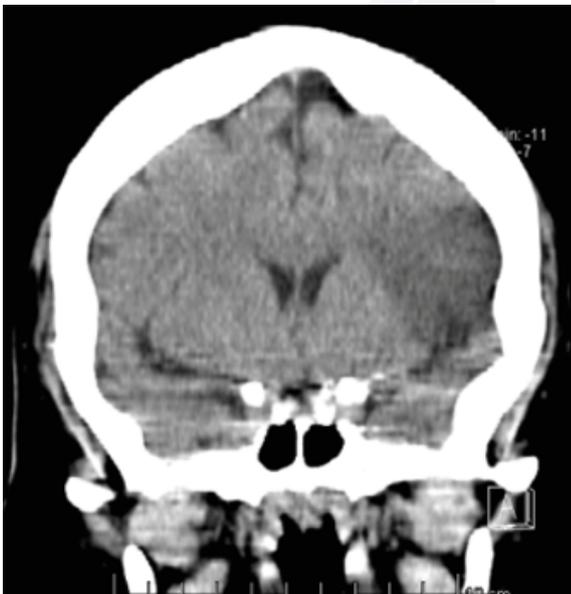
Tomografía simple de encéfalo. Áreas hipodensas fronto parieto temporal izquierdas compatibles con infarto del territorio de art. Cerebral media (ACM) izquierda. Fotografía tomada en el Hospital Abel Gilbert Pontón por Dra. Verónica Pacheco Pilco
